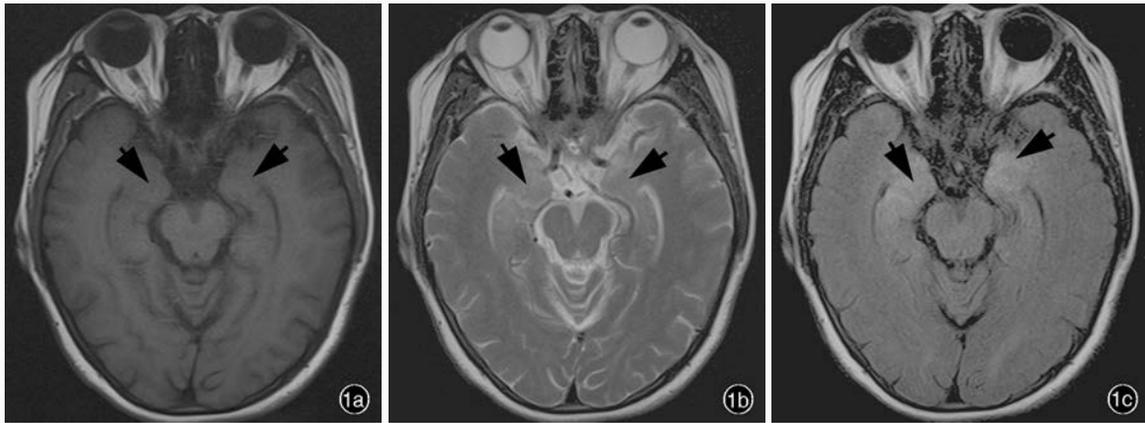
头部MRI检查所见 1a 横断面T<sub>1</sub>WI显示,双侧内侧颞叶和海马略低或等信号(箭头所示) 1b 横断面T<sub>2</sub>WI显示,双侧内侧颞叶和海马略高信号(箭头所示) 1c 横断面FLAIR成像显示,双侧内侧颞叶和海马高信号(箭头所示)
